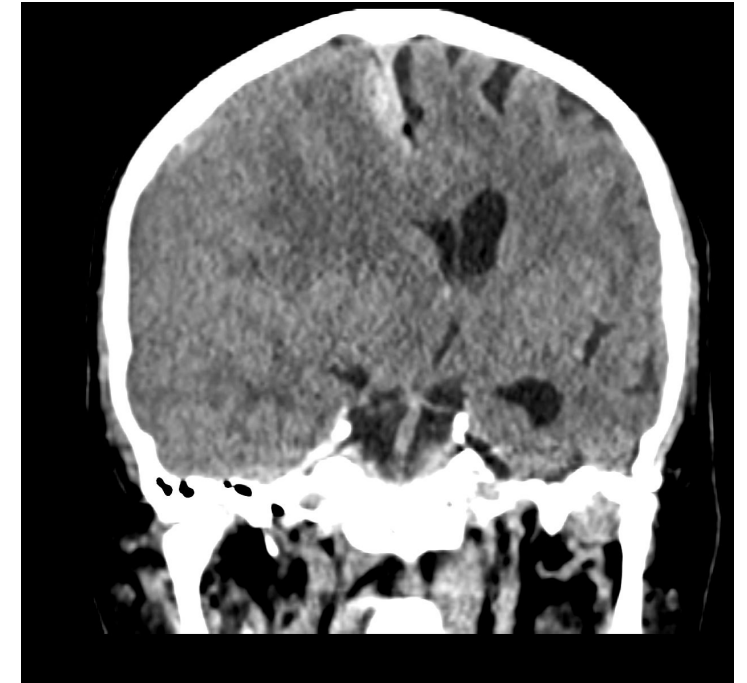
Cortes coronales TC: hematoma subdural en convexidad derecha en relación con hematoma subdural agudo que condiciona herniación subfalcina y herniación transtentorial lateral uncal derecha. (Servicio de Radiodiagnóstico del HCUVA).
